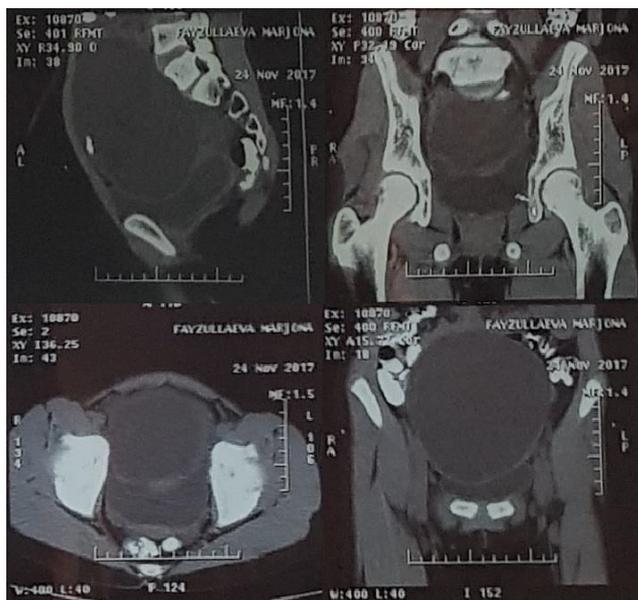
МСКТ брюшной полости пациентки М., 14 лет, история болезни № 9518/1838
